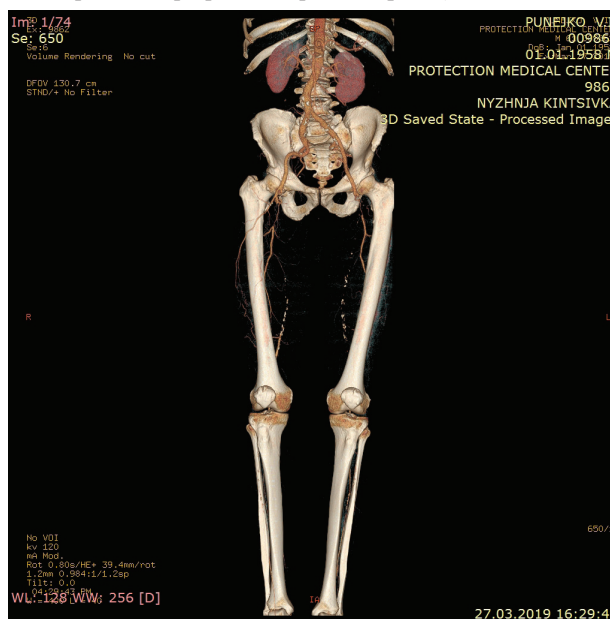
МСКТ аорты и артерий нижних конечностей. Бедренный сегмент: окклюзия устья ГАБ и поверхностной бедренной артерии с обеих сторон на всем протяжении. Коллатеральная система ГАБ хорошо развита
